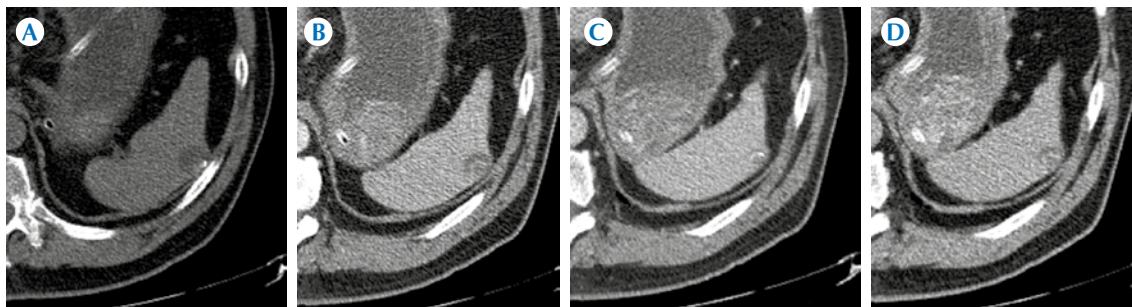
Hombre de 62 años con hallazgo incidental de lesión esplénica focal menor del centímetro, hipodensa, con calcificaciones intralesionales. A) Selección de imágenes de tomografía axial fase simple; B) multifásicas, fase arterial; C) fase venosa; D) fase tardía figura, que delimita patrón de atenuación heterogéneo, líquido que define lesión característica por hidatidosis, infección por *Echinococcus granulosus*.
